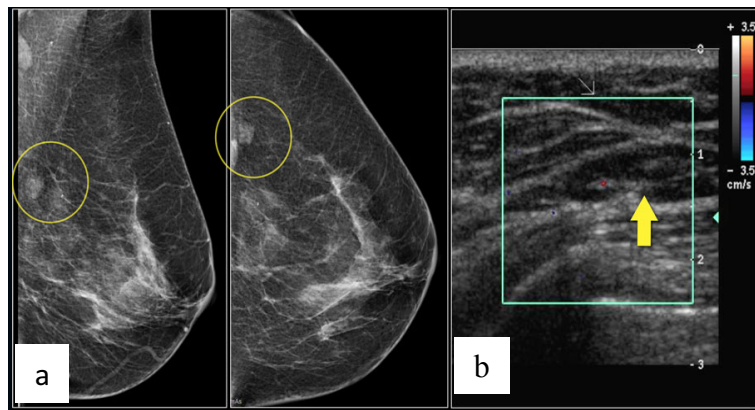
a. Nódulo en mamografía de tamizaje, asignado como BI-RADS 0; b. el ultrasonido adicional demostró ser ganglio intramamario (BI-RADS 2).
